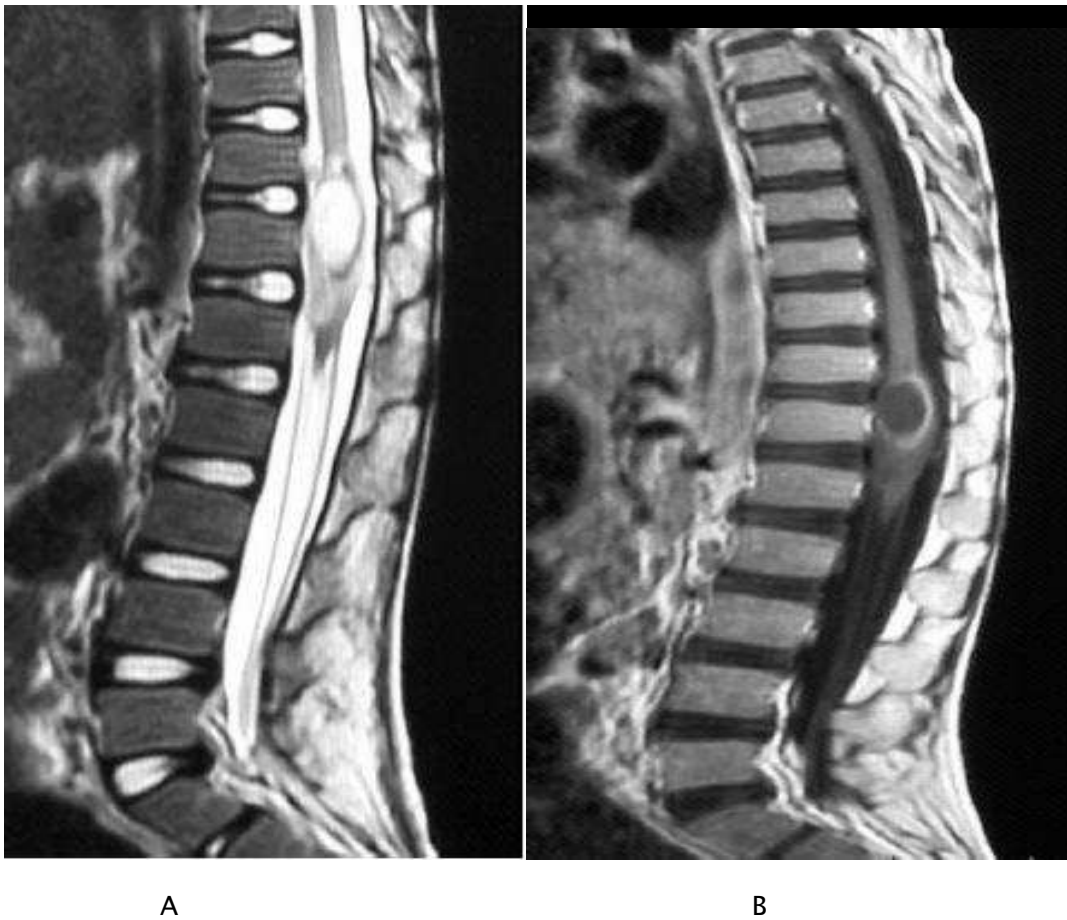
A : IRM en coupe sagittale T2 centrée sur la moelle dorsolombaire. Lésion ovale en hyposignal franc, déformant le cordon médullaire
